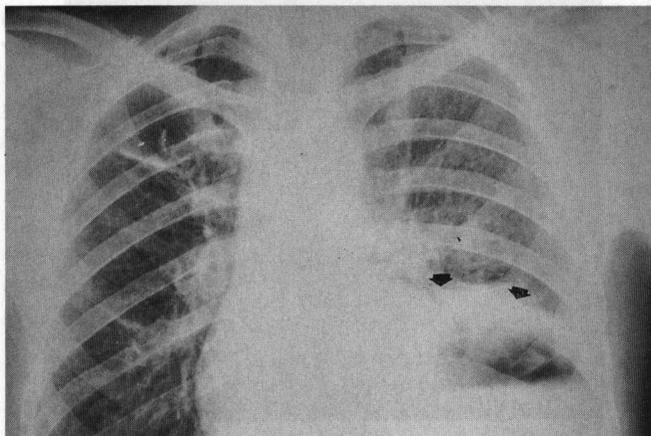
Radiografía del tórax que muestra una imagen sugestiva de alteración anatómica de tipo eventración o hernia diafragmática (flechas grandes).
